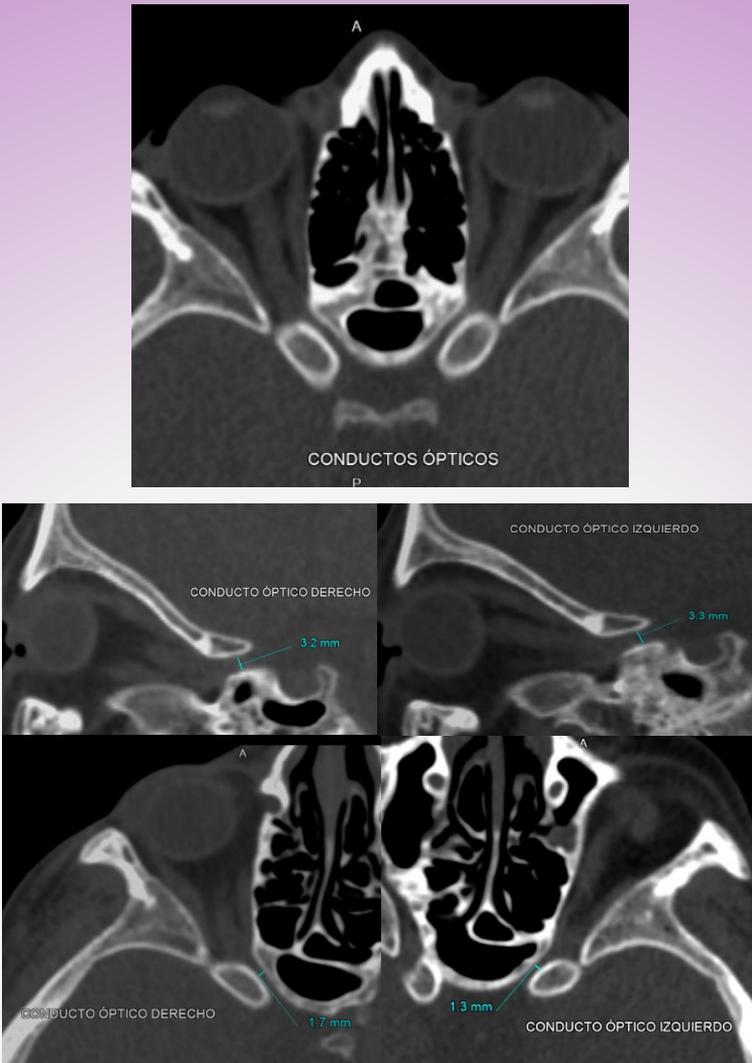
Tomografía computada de cráneo con angulación en conductos ópticos: Se evidencia notoria reducción del calibre de los conductos ópticos (normal: 6 mm aprox.).
